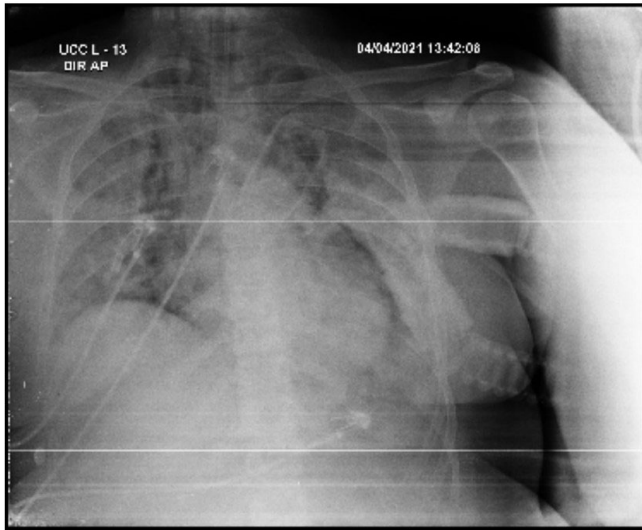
Radiografia de Tórax (04/04/21 - 13h42)1. Opacidades parenquimatosas; cânula endotraqueal; cateter venoso central em veia subclávia direita; sem sinais de pneumotórax.
